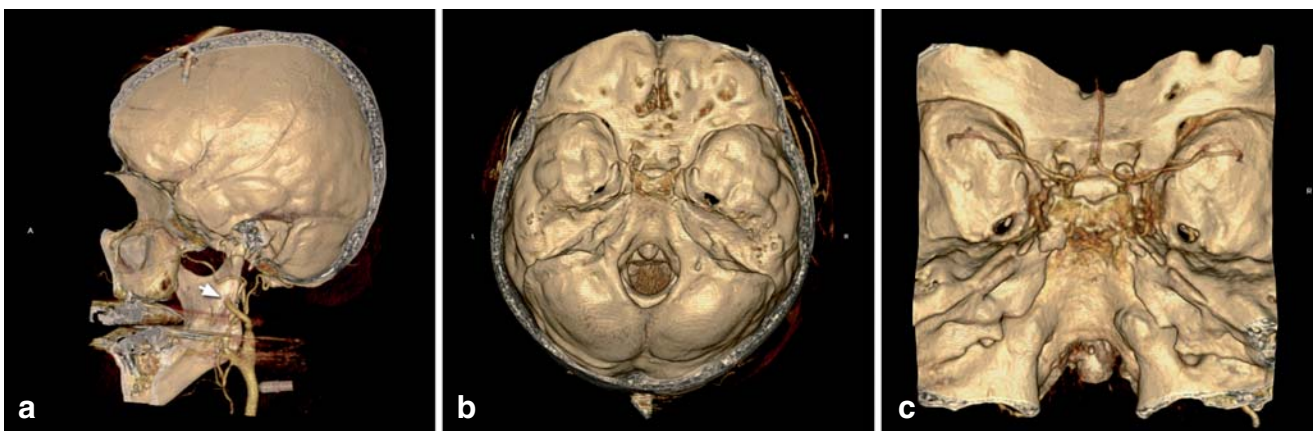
Typische CT-A Befunde bei eingetretenem Hirntod: Kontrastmittelstopp unterhalb der Schädelbasis im Bereich der A. carotis interna (Pfeil, Abbildung 1a) mit keinerlei nachweisbaren KM-Füllungen intracranieller Gefäße (Abbildung 1b). Füllung der proximalen Gefäßabschnitte ohne Nachweis einer Füllung der A. basilaris und der terminalen Gefäße des Kortex (Abbildung 1c). CT-A, CT-Angiographie; KM, Kontrastmittel
